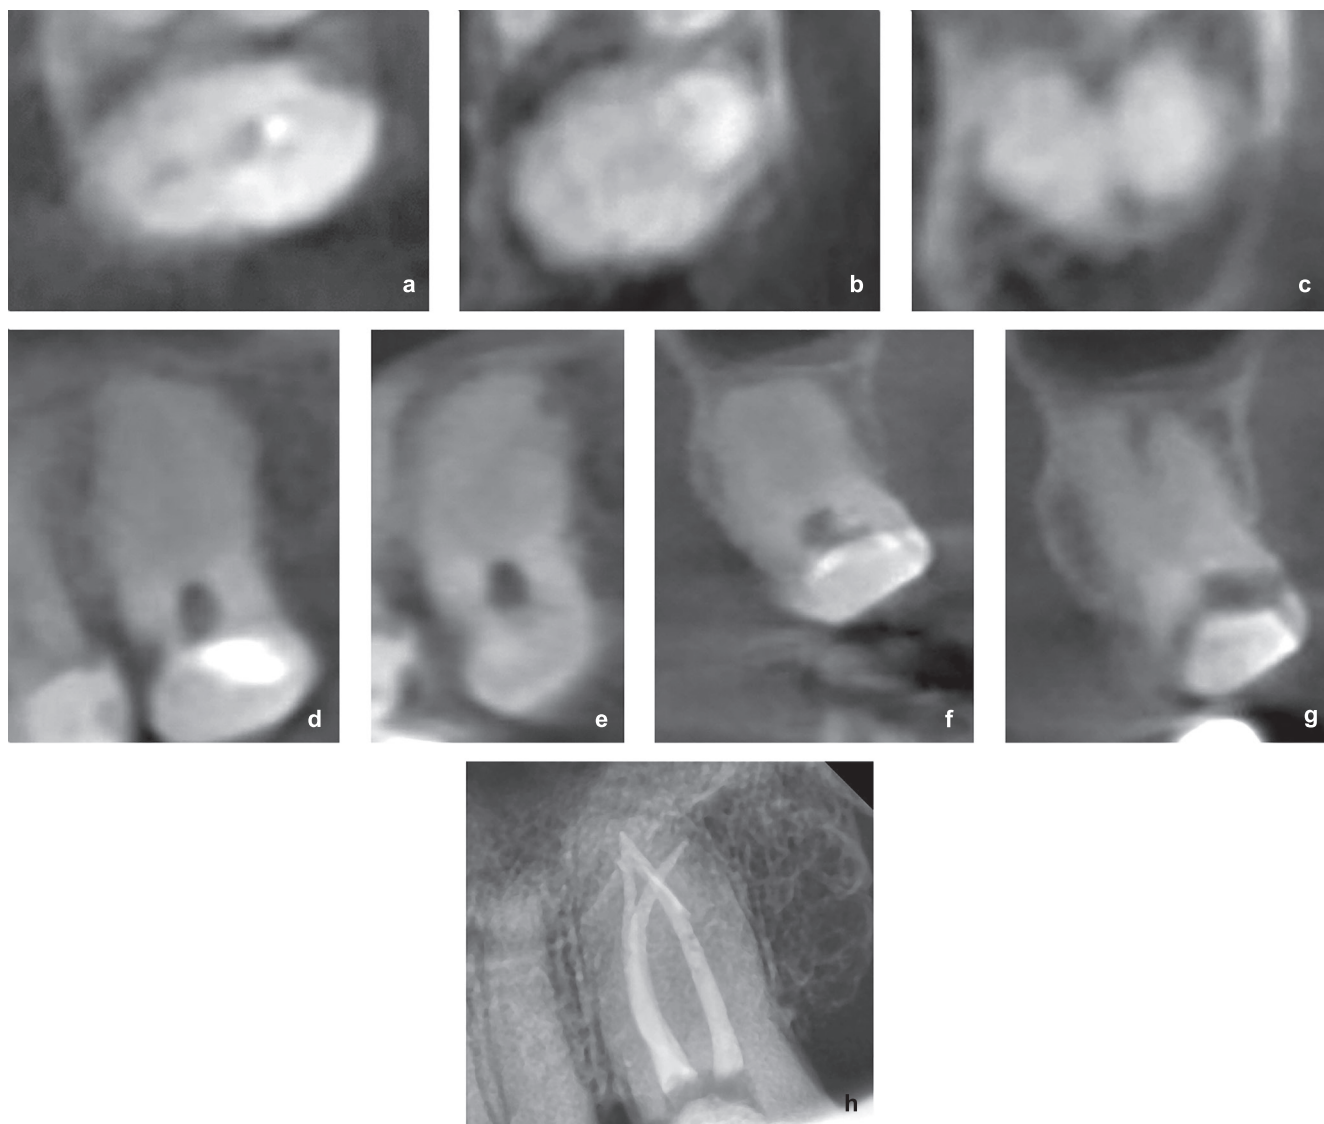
Выявлены признаки наличия двух корневых каналов на серии рентгенографических срезов в разных проекциях зуба 27 с признаками сросшихся корней: а - просвет двух корневых каналов; б - объем двух корней; с - отдельно визуализированы щечный и небный корни; d, f – сросшиеся корни; e, g – идентифицированы две верхушки корня; h - контрольная внутриротовая рентгенограмма, при эндодонтической ревизии с использованием микроскопа был выявлен третий канал.
